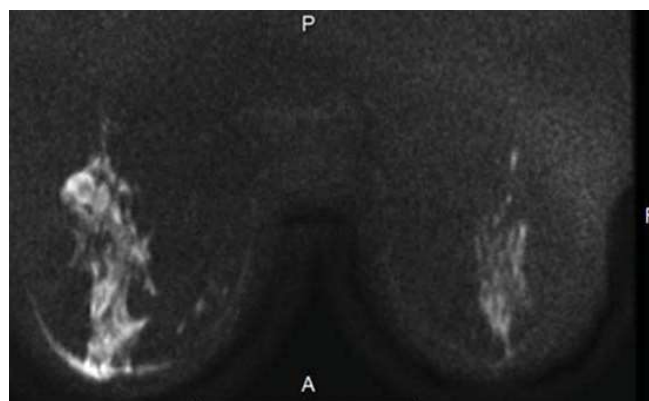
МР-томограммы МЖ пациентки Ч., 59 лет (а – ИКД-карта, при b value=1000 с/мм² и б – ДВИ) – в левой МЖ образование округлой формы в верхненаружном квадранте с признаками ограничения диффузии: гиперинтенсивный на ДВИ, гипоинтенсивный на карте ИКД, 0.799 × 10–3 мм²/с.
